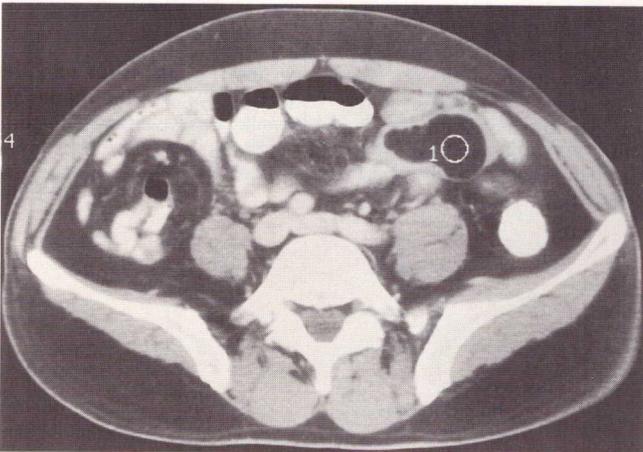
Computertomographie: Glattbegrenzter Füllungsdefekt mit Fettdichtewerten innerhalb einer Dünndarmschlinge.
